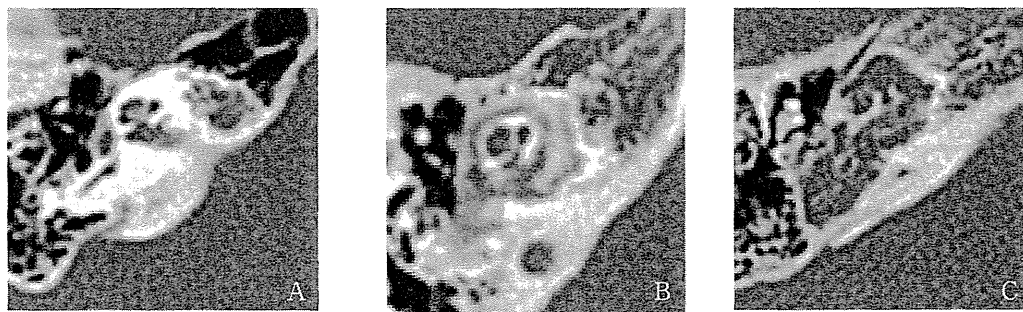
脱灰像の位置と範囲による蝸牛型耳硬化症の側頭骨 CT 分類
